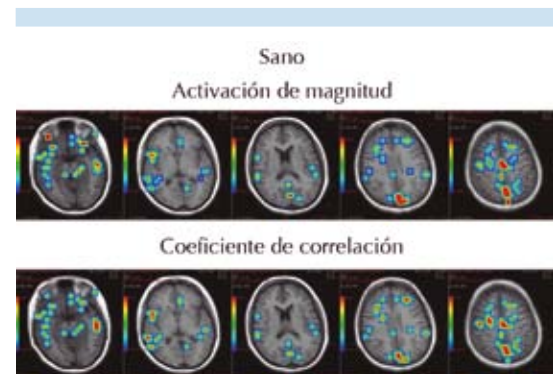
Resonancia magnética funcional en control sano que muestra actividad cortical a niveles frontal, temporal y cíngulo.
